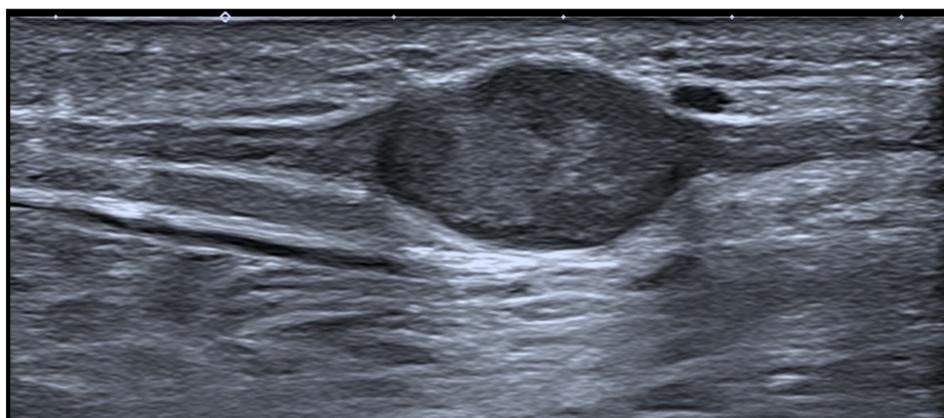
Tumoración sólida ovalada bien delimitada dependiente del nervio sural con señal Doppler interna en relación con schwannoma.
